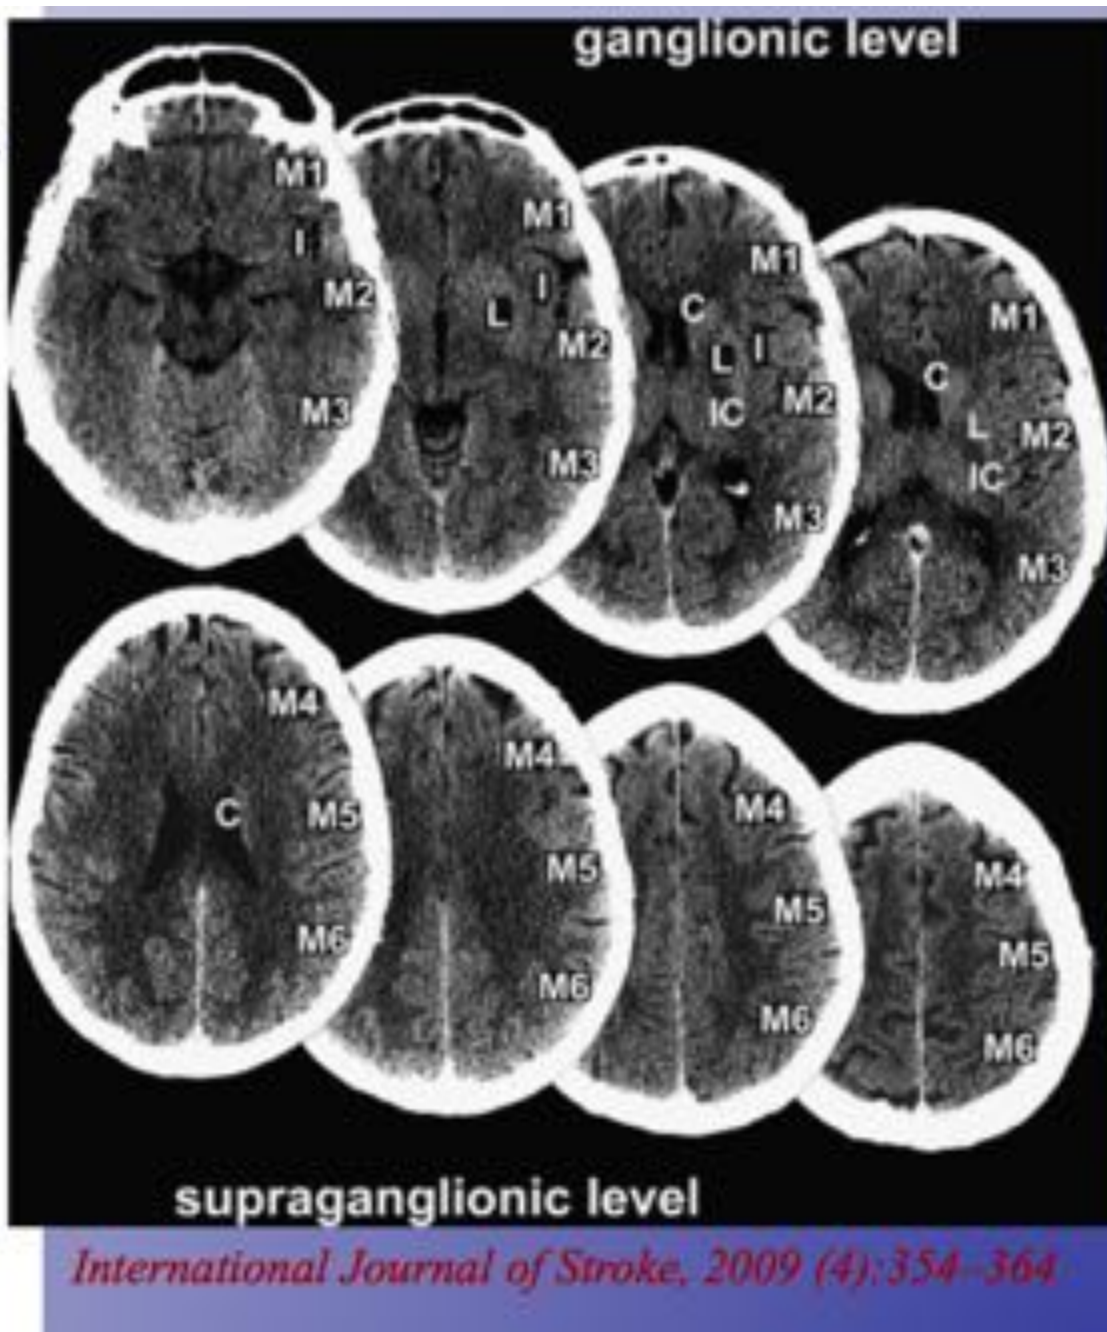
Clasificación ASPECTS en territorio carotídeo.
